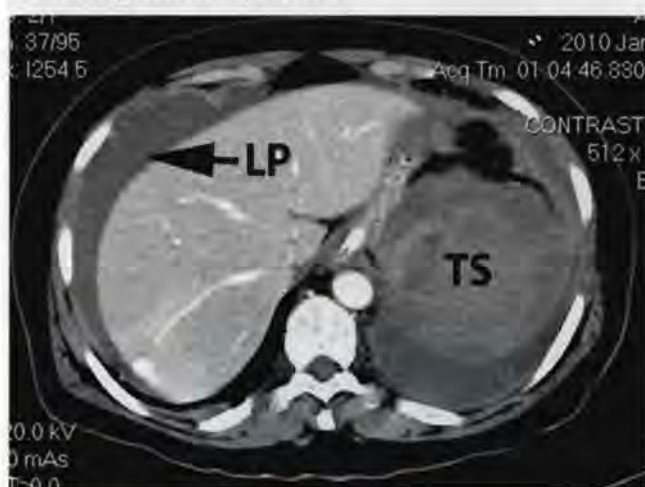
Imagine CT – secțiune axială. Se observă un traumatism splenic gradul IV (TS) și hemoperitoneul (LP) în cantitate medie (colecția SCUB).
